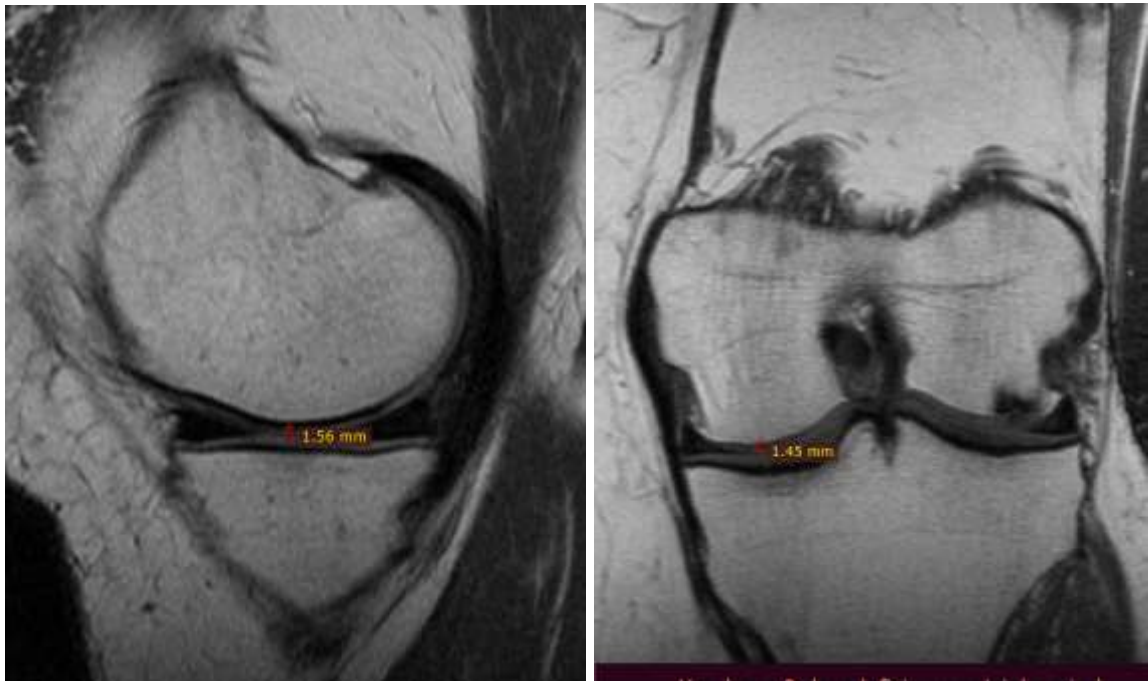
МРТ хворої З., фронтальний та сагітальний зрізи до лікування.
